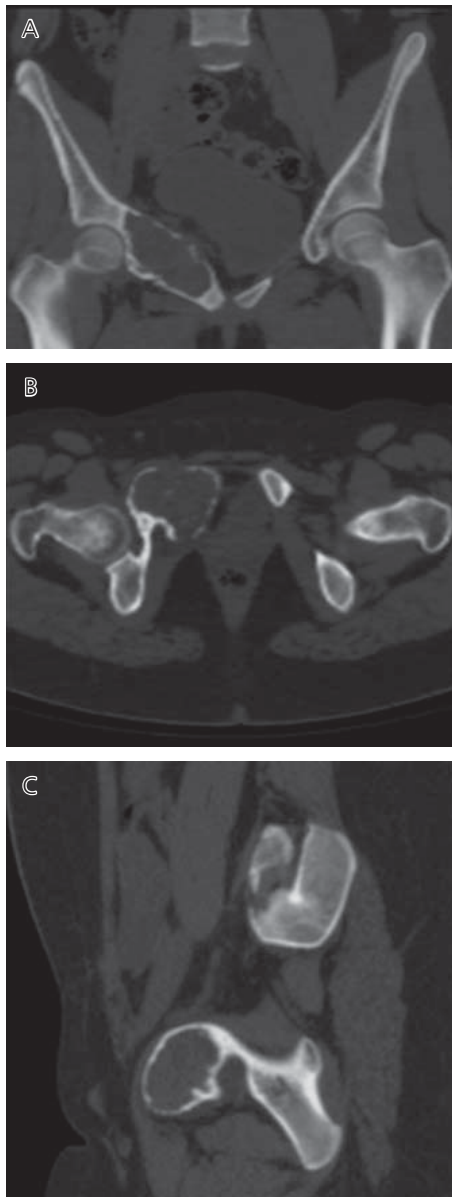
Tomografía axial multicorte 64 (tomografía axial computarizada) de pelvis ósea. (A) Reconstrucción coronal con lesión lítica expansiva del isquion derecho. (B) Tomografía axial computarizada en plano axial en donde se observa la lesión lítica y expansiva con zonas de irrupción de la cortical. (C) Reconstrucción sagital.
